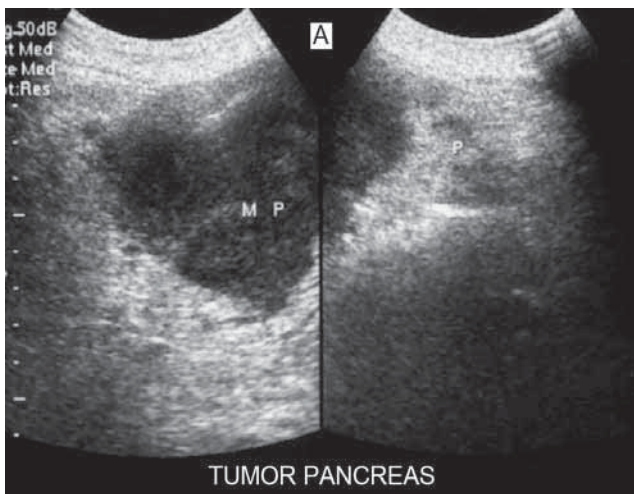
(a) Lesión tumoral lobulada, hipoeoica, en el cuerpo y la cabeza del páncreas. (b) Imagen con patrón de flujo vascular en el interior de la lesión. (c) Uso de ecorrealzadores donde se observa afectación e involucramiento de los vasos mesentéricos y esplénicos. (d) Tomografía computada que muestra la imagen isodensa acorde con las imágenes de ultrasonido.
